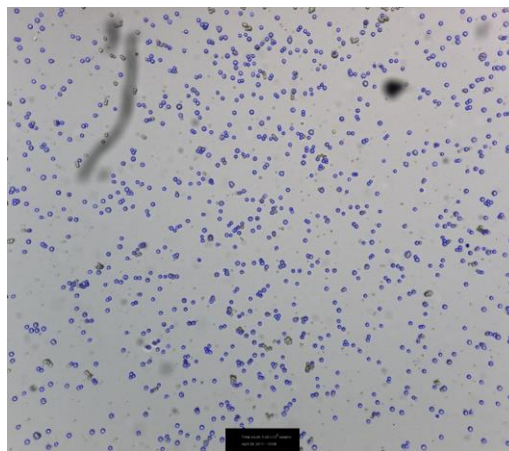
P19-Zellsuspension nach Splitten, aufgenommen mittels TC10 Automated Cellcounter von BioRad
